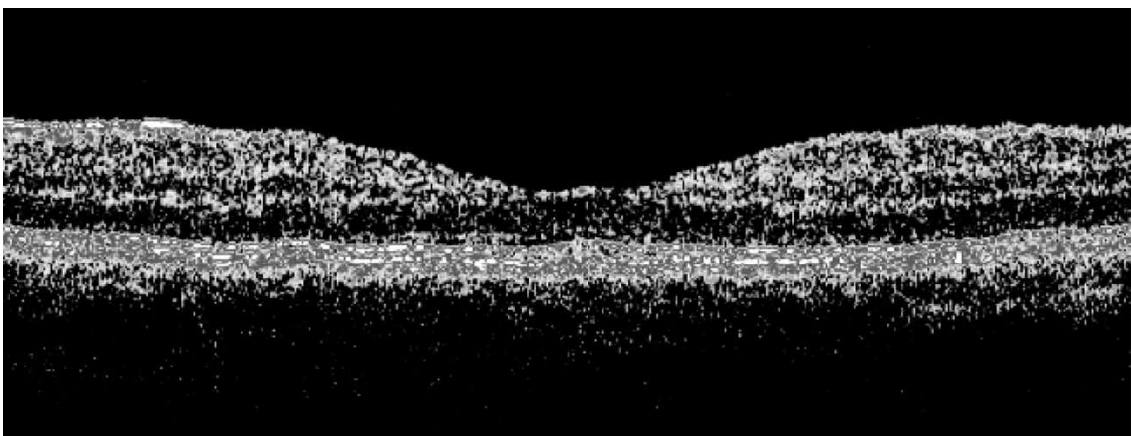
Tomografia de coerência óptica de mácula normal (Lang, 2007b, pág. 32)
